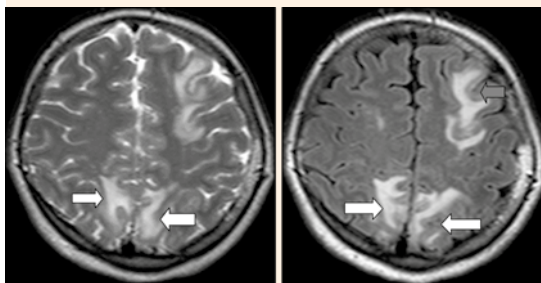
Resonancia magnética T2-Flair. Cortes axiales que muestran hiperintensidad en la región subcortical y sustancia blanca fronto-parieto-occipital bilateral.
